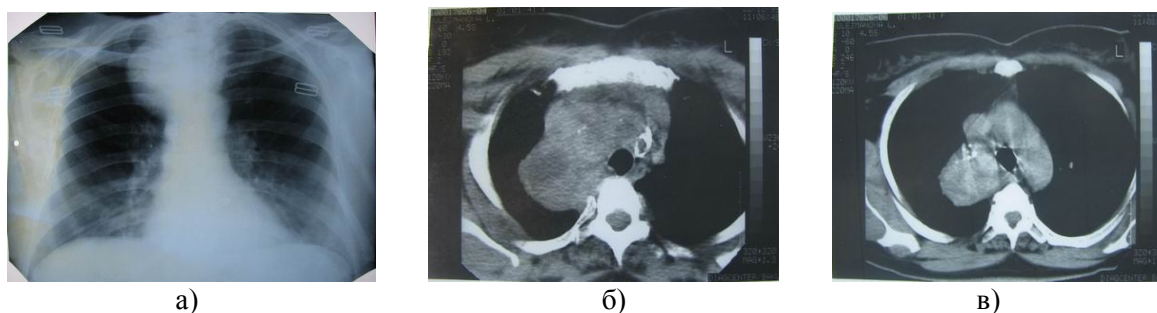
а) рентгенограмма больной с внутригрудным зобом; б, в) компьютерная томограмма: опухоль расположена в заднем средостении, ее нижний полюс достигает дуги аорты; в) опухоль средостения удалена через шейный доступ Кохера (случай описан в Азербайджанском журнале онкологии и смежных наук (Баку, 2000, т.6, №1-2)
